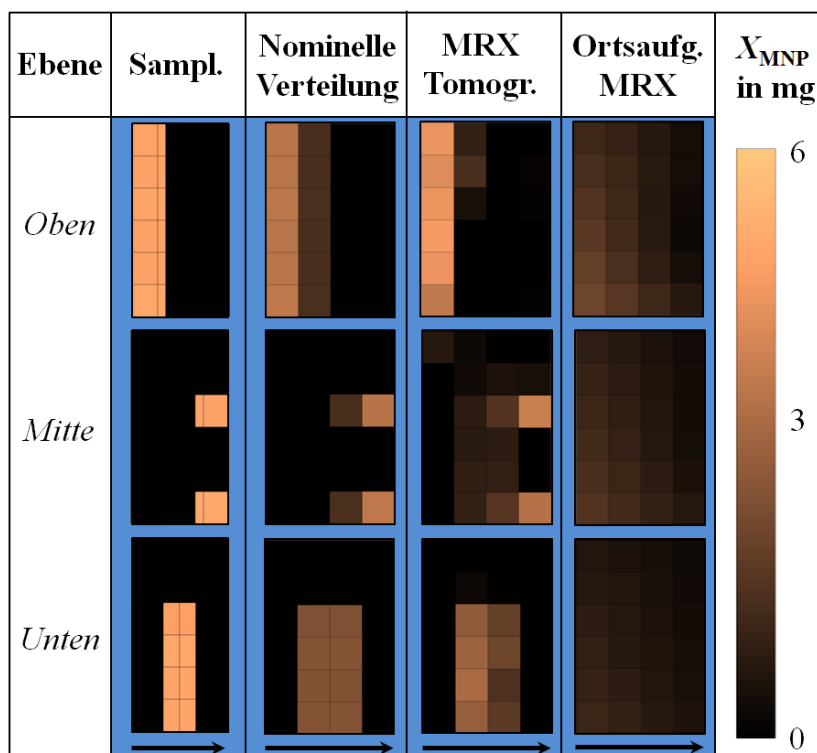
Mittels Volumensampling berechnete, nominelle MNP-Verteilung  $\mathbf{X}_{MNP, \text{nom}2}$  für ein  $k=(4N_x \times 6N_y \times 3N_z)$  Voxelgitter mit einer räumlichen Auflösung von  $0.75 \text{ cm}^3$  und den rekonstruierten MNP-Verteilungen  $\mathbf{X}_{MNP, \text{est}}$  mittels Minimum-Norm-TSVD Verfahren aus MRX-Tomographie- und orts aufgelösten MRX-Daten.
